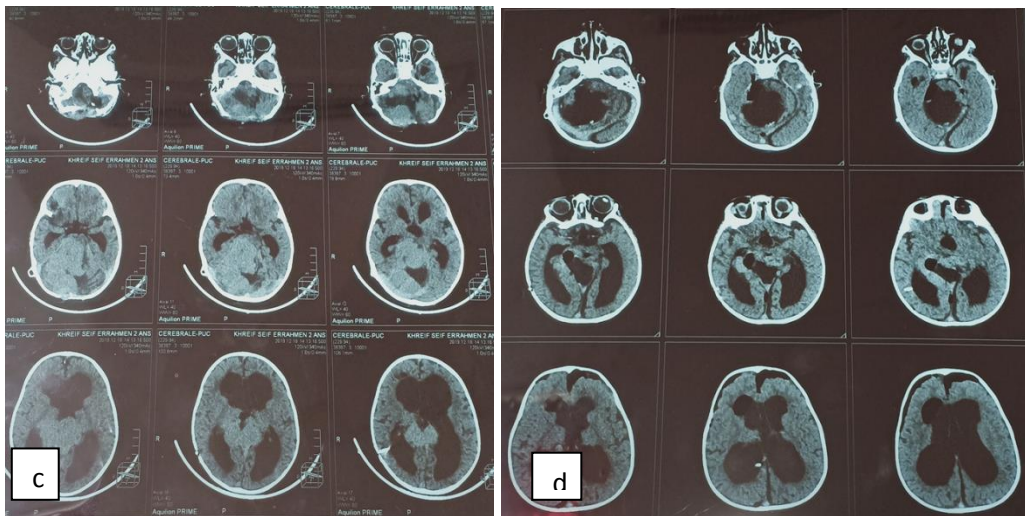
C): TDM cérébrale coupe axiale récidence tumorale sous et sus tentorielle une année après la chirurgie en plein chimiothérapie, d): TDM cérébrale après résection sub totale de la récidence avec dilatation ventriculaire(chirurgie de second look).
